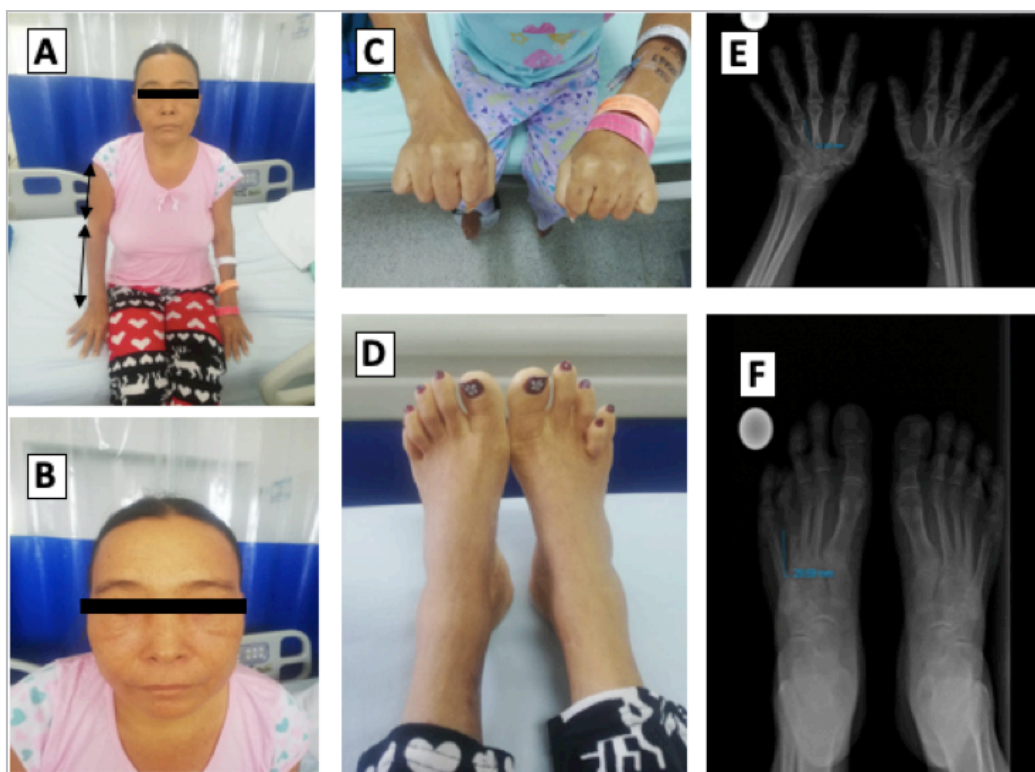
Características físicas del paciente. A. Baja talla desproporcionada, acortamiento rizomélico en extremidades superiores. B. Hipoplasia medio facial. C, D. Braquidactilia tipo E. E. Radiografía de manos comparativa: acortamiento de cuarto y quinto metacarpiano bilateral y simétrico. F. Radiografía de pies comparativa: acortamiento de cuarto metatarsiano en lado derecho.
